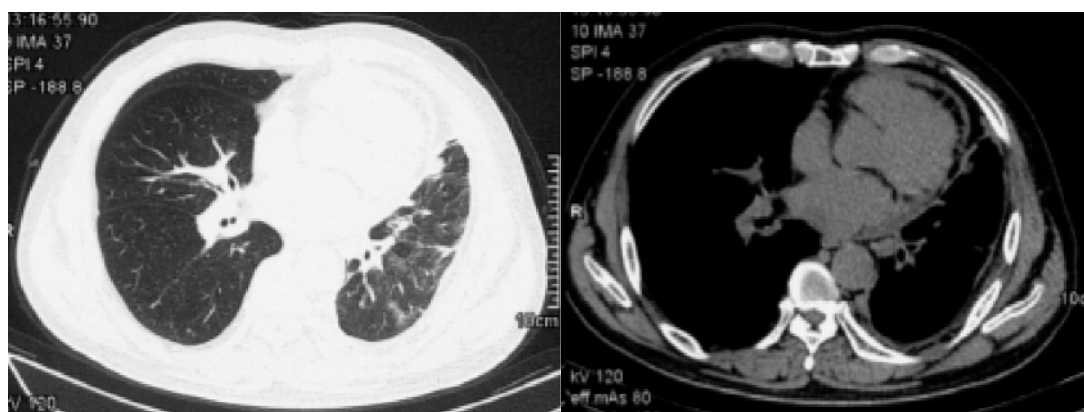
After 3 months of Osimertinib Mesylate treatment, chest CT showed significant improvement of lung lesions.
